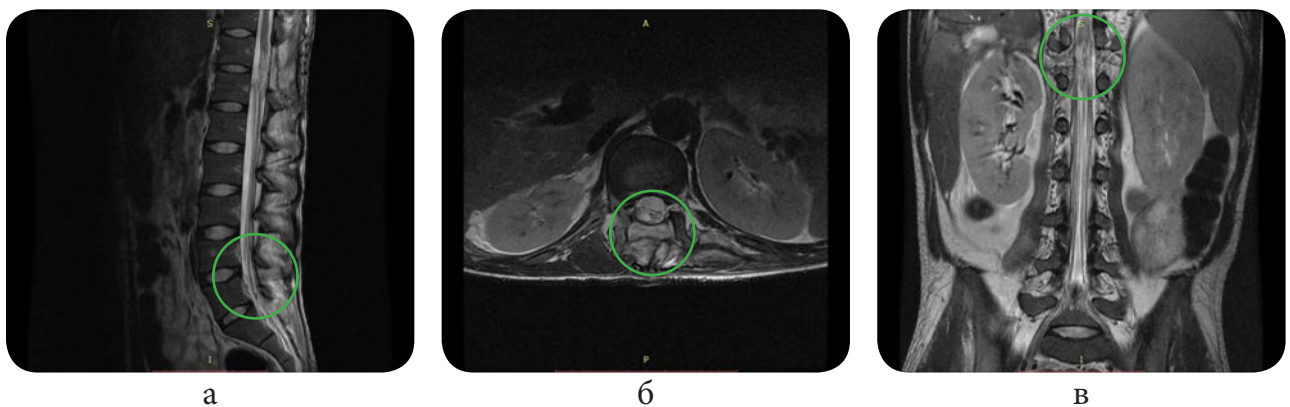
МРТ нижньогрудного та верхньопоперекового відділів хребта:
